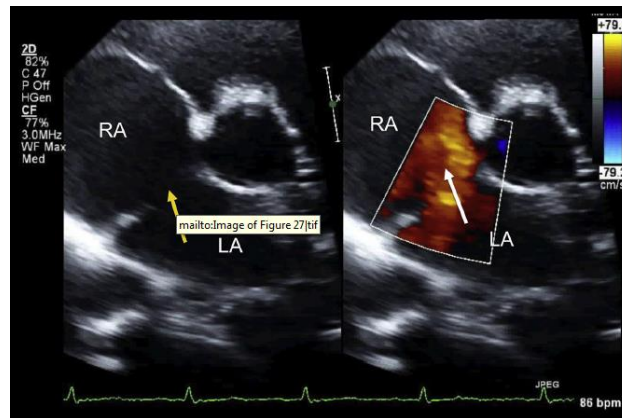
Coupe parasternale petit axe d'une échographie transthoracique avec et sans doppler mettant en évidence une CIA type ostium secundum. (27)
